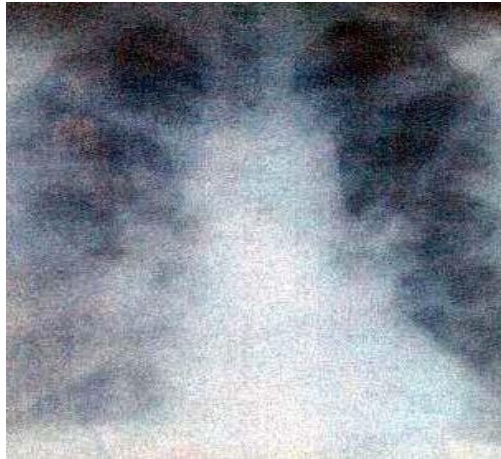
Radiografía de tórax que muestra un patrón reticulonodulillar en ambos campos pulmonares marcadas en ambas bases.
